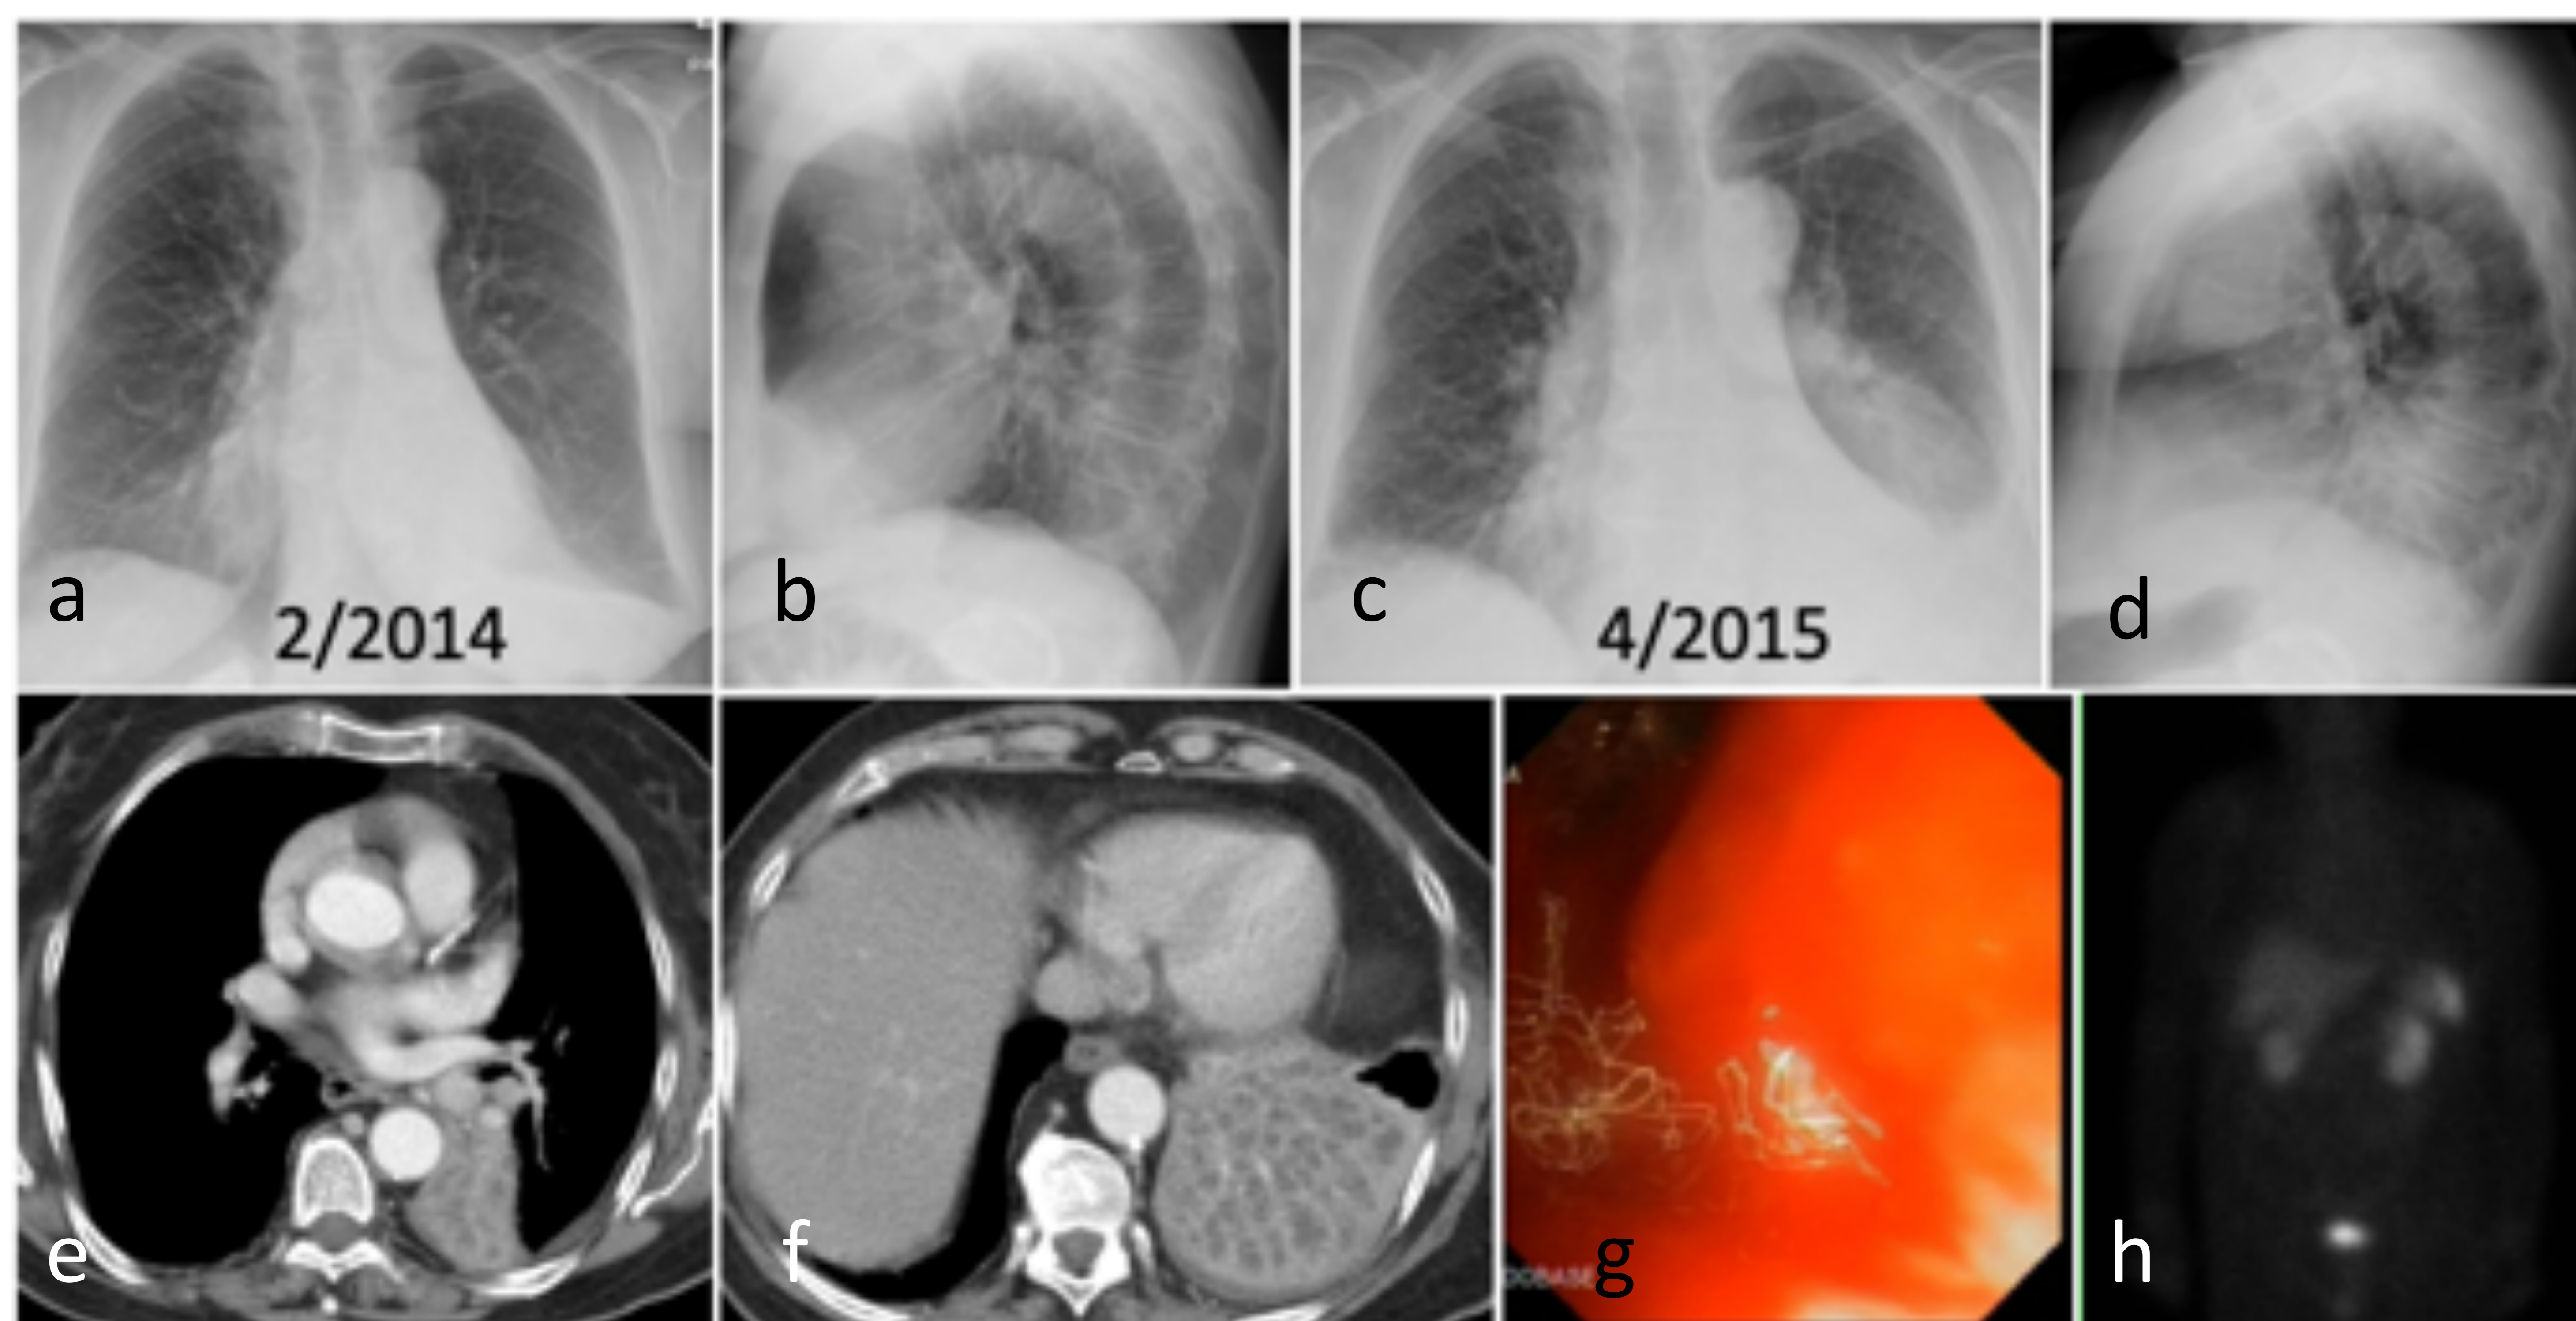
mujer de 79 años, no fumadora, cuadro de febrícula y dolor torácico. Radiografías PA y lateral de 2014 (a,b) previas al cuadro y coincidentes con la clínica (c,d), apreciándose un área de consolidación con pérdida de volumen en LII. TC, cortes axiales, ventana de partes blandas, con consolidación conocida y secreciones en vía aérea, en relación con tumor carcinoide endobronquial. Broncoscopia (g) y octreoscan (h), que no identificó lesiones a distancia.
